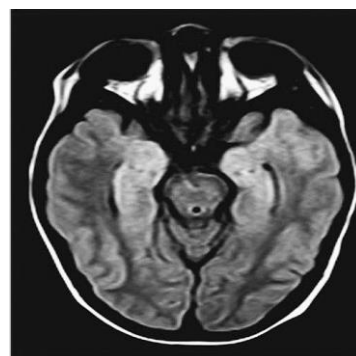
Corte axial de imagen de resonancia magnética cerebral en secuencia de recuperación de inversión atenuada de fluido (FLAIR) en la fase inicial de FIRES en un niño de 7 años de edad que muestra hiperseñales en ambas regiones mesiales temporales ⁽⁵⁾.
